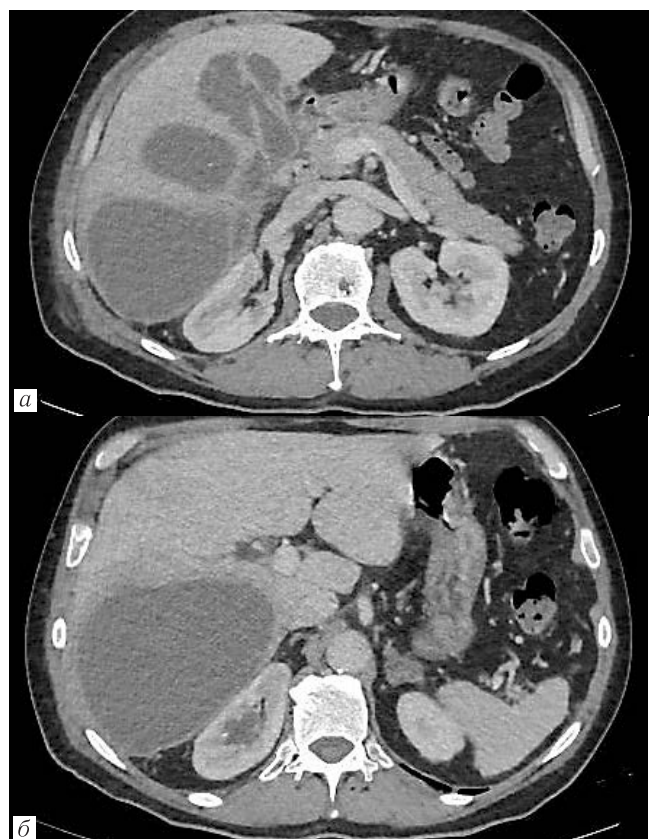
а, б. Пациент Г., 62 года. Деструктивный холецистит, перивезикальные абсцессы печени. Мультиспиральная компьютерная томография органов брюшной полости с контрастным болюсным усилением (венозная фаза сканирования)
